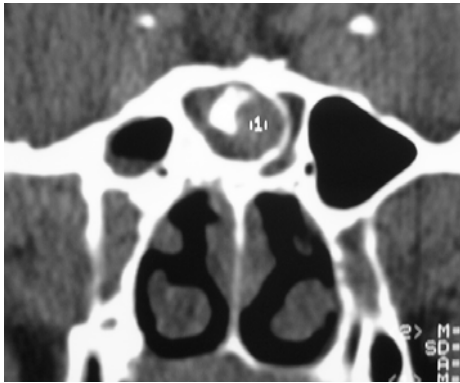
TC e IRM de nariz y senos paranasales en la que se observa bola fúngica en el seno esfenoidal.
